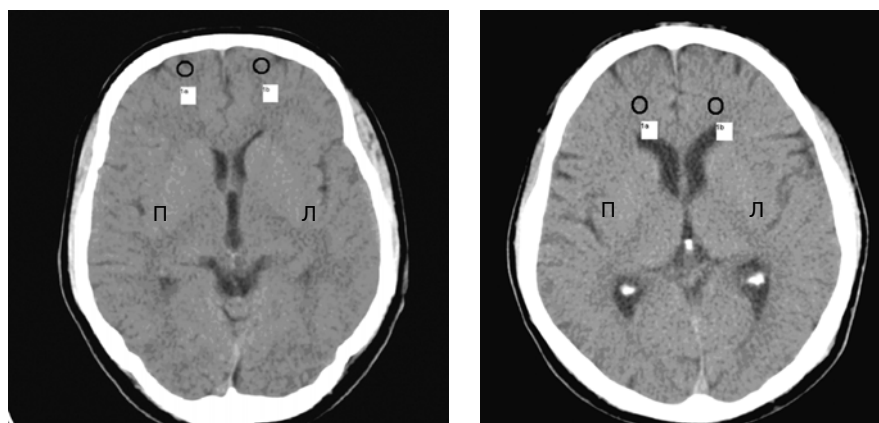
Зоны интереса для расчета показателей перфузии.
